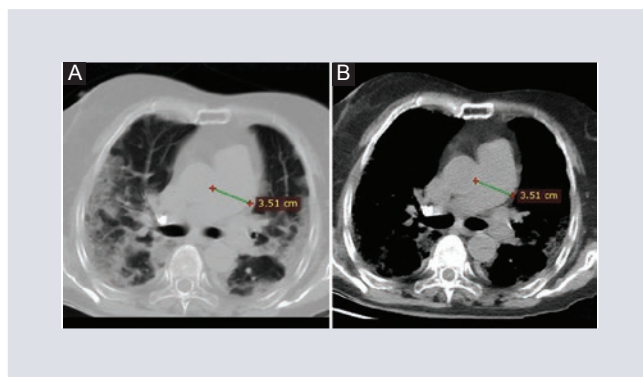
Corte axial de TC con ventana para pulmón (A) y ventana para mediastino (B) a la altura del tronco de la arteria pulmonar que muestra un calibre de 35.1 mm y afectación del parénquima por infección de COVID-19.
